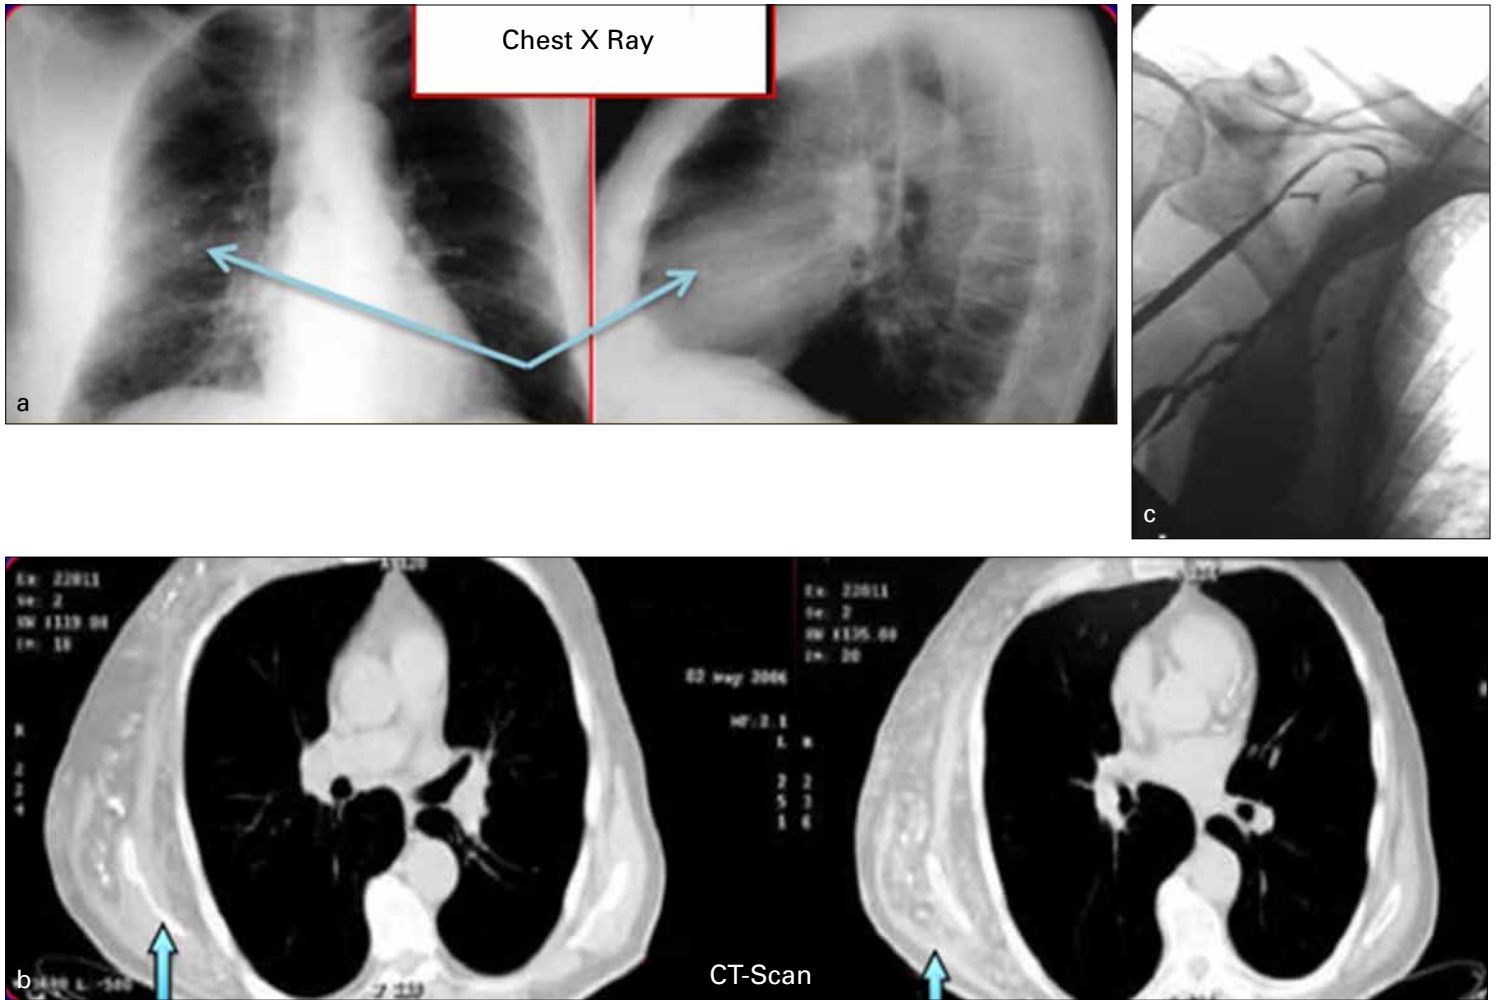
Chest radiography in case 5: a: Chest X-ray (left panel: anteroposterior, right panel: mediolateral) showing multiple calcified structures (light blue arrows); b: CT scan showing 2 different slices with multiple calcified structures adjacent to right-sided thoracic wall (light blue arrows); c: Phlebography study revealed a huge venous aneurysm of the right-sided thoracic wall 2 minutes after injection of contrast-medium).
